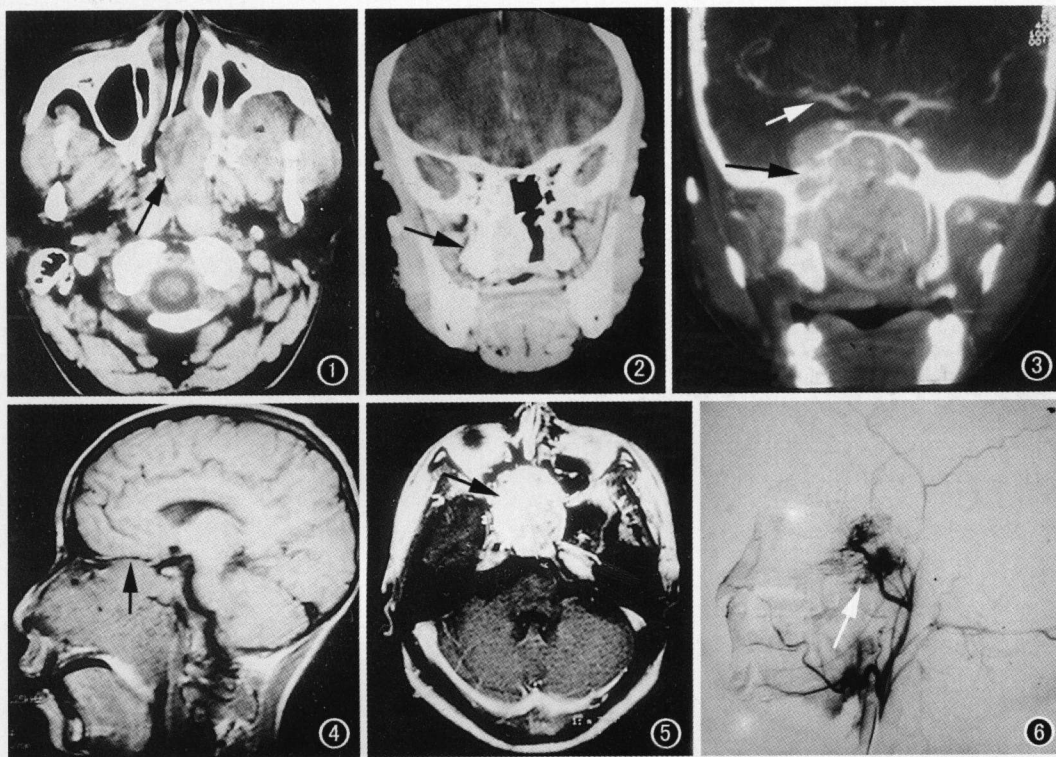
鼻咽部血管纤维瘤。CT 示左鼻咽腔后部、翼腭窝及颞下窝软组织块(→),密度均匀,边缘光滑。
